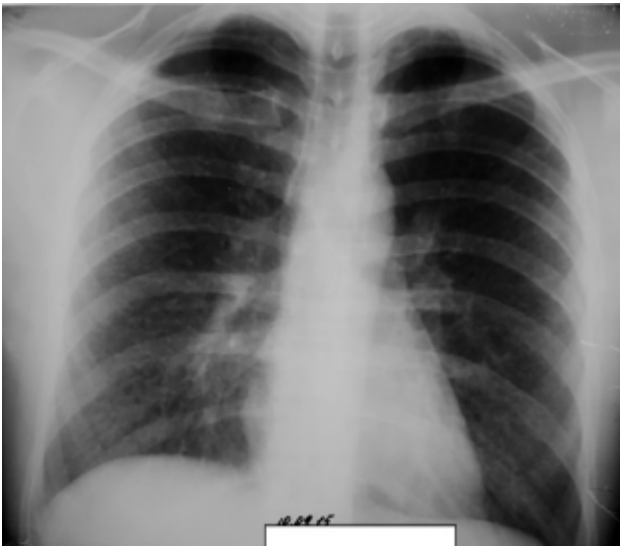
Обзорная рентгенограмма органов грудной клетки, прямая проекция больного Б., 26 лет (23.10.2015 г.)
